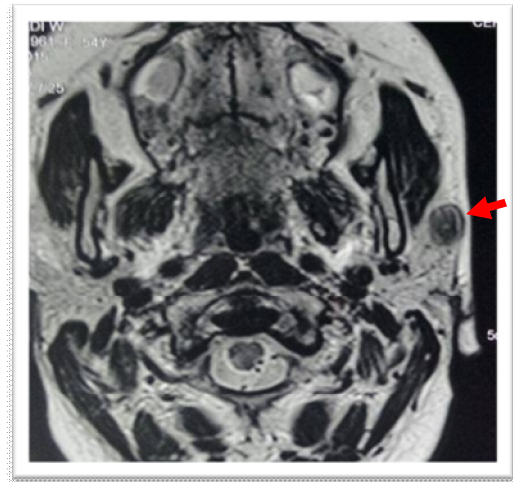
IRM parotidienne en coupe axiale, séquence T2 : masse du lobe superficiel de la glande parotide gauche en hyposignal T2 .
